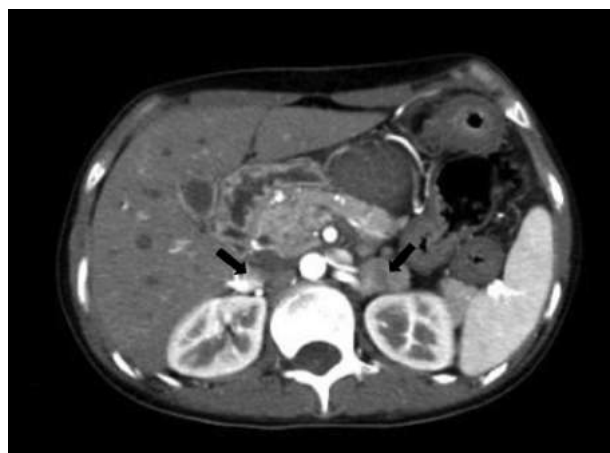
Tomografía espiral multicorte (TEM), que muestra la presencia de masas en ambas glándulas suprarrenales, compatibles con feocromocitoma bilateral.
